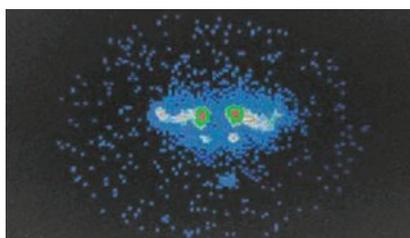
Отсроченная дакриосцинтиграмма на 5-й минуте: выделяются слёзные мешки и их контур [13]
